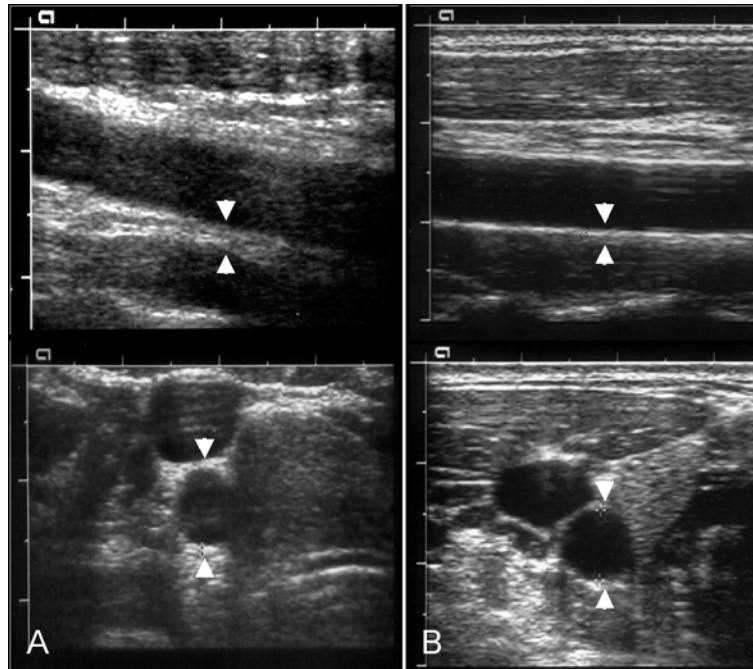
Estimation of common carotid artery by sonography. (A) obese group, (B) control group.
